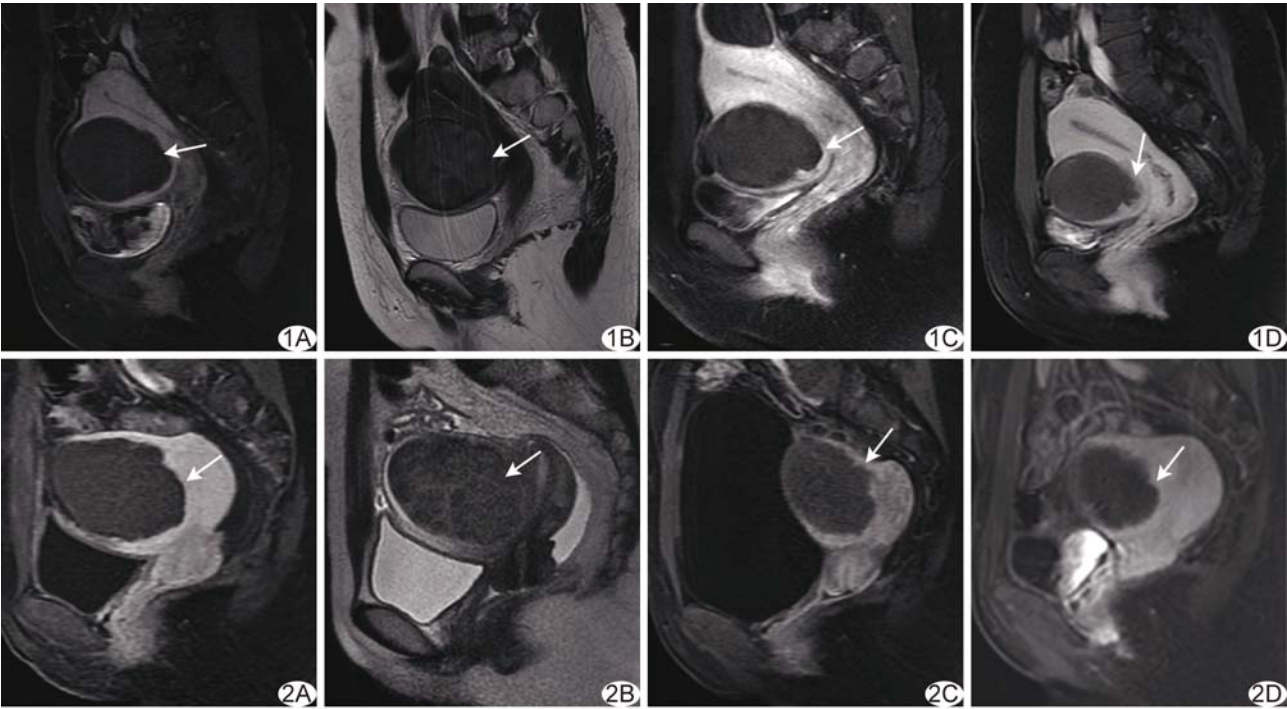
患者 35 岁,低信号组,消融术后 MRI A. 消融术后第 3 天增强 T1WI,坏死区域表现为无强化; B. 消融后第 3 天矢状位 T2WI,非灌注区域内 T2WI 信号强度与骨骼肌类似; C. 消融术后第 3 个月增强 T1WI; D. 消融术后第 6 个月增强 T1WI (箭示术后子宫肌瘤残余部分) 图 2 患者 43 岁,等信号组,肌瘤消融术后 MRI A. 消融术后第 3 天增强 T1WI,非灌注区域代表肌瘤凝固性坏死; B. 消融术后第 3 天 T2WI,无强化区域内 T2WI 信号强度介于子宫肌层与骨骼肌之间; C. 消融术后第 3 个月增强 T1WI; D. 消融术后第 6 个月增强 T1WI (箭示术后肌瘤残余部分)
